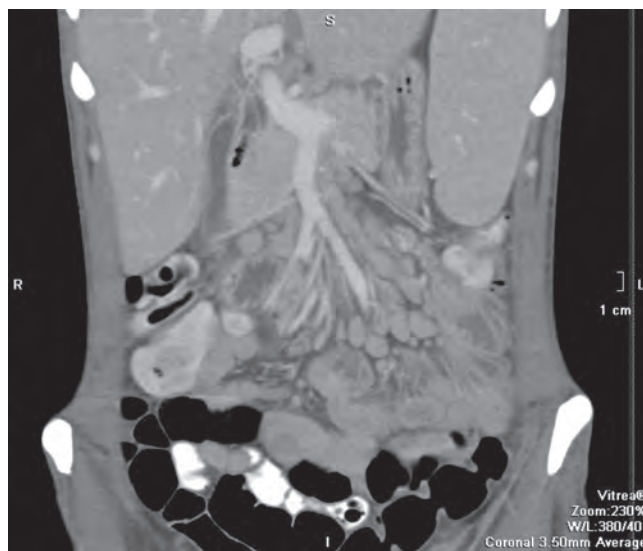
КТ органов брюшной полости с контрастированием. Выраженная мезентериальная и забрюшинная лимфоаденопатия
